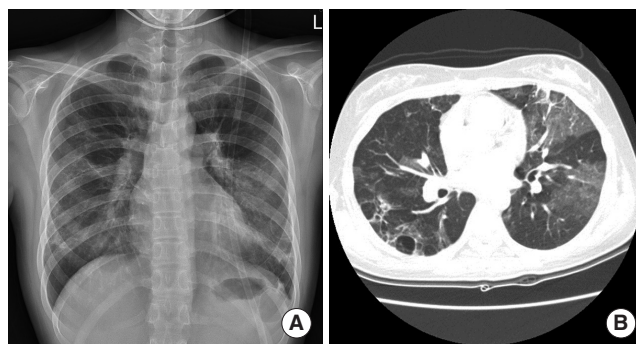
Chest radiograph findings of case 2 at 2nd admission. (A) Chest X-ray shows slight aggravation of pneumonic infiltration on both lung fields. (B) There are new pneumonic infiltrations in left lung field. Bronchiectasis is shown in both lung fields.
